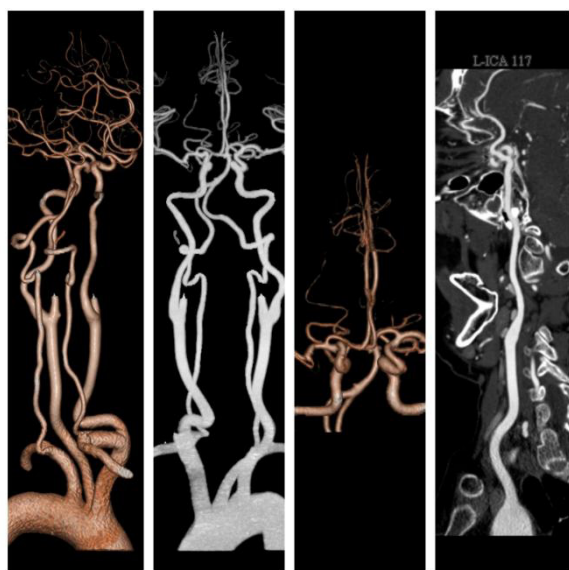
GE Light speed 常规对比剂剂量组 CTA
